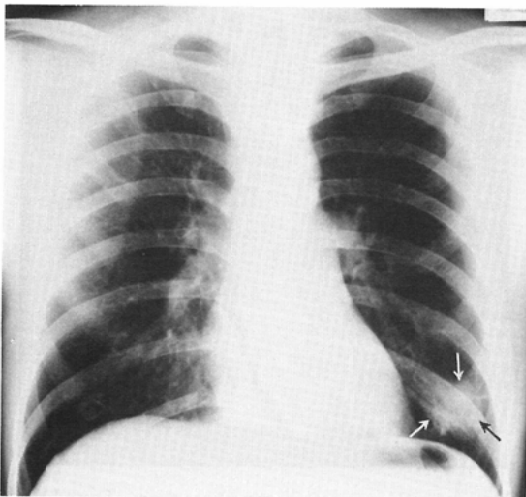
Case 5, chest roentgenogram about one month before death.
